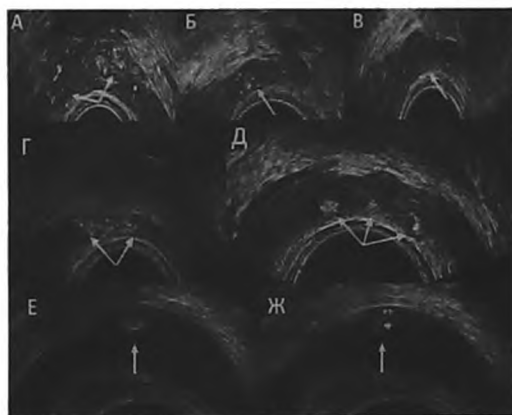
ТРУЗИ. Поперечная проекция. Различные виды кальцификации СП и ампул СВП. А – гнездовая мелкоочаговая кальцификация СП и ампулы СВП (стрелки). Б, В – мелкоочаговая диффузная кальцификация ампулы СВП (Б) и СП (В) (стрелки). Г – облаковидная мелкоочаговая кальцификация СП (стрелки). Д. Крупная очаговая кальцификация в зоне слияния ампул СВП и СП (стрелки). Е, Ж. Одиночный кальцификат левого СП (стрелки). Мерцающий артефакт, образованный кальцификатом при цветовой доплерографии (Ж)
